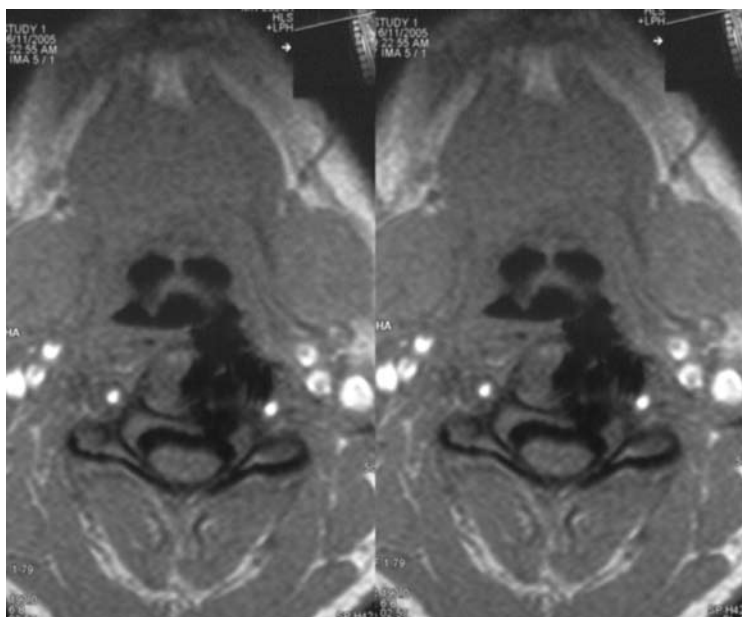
Аксиальные послеоперационные МРТ-срезы той же больной.
